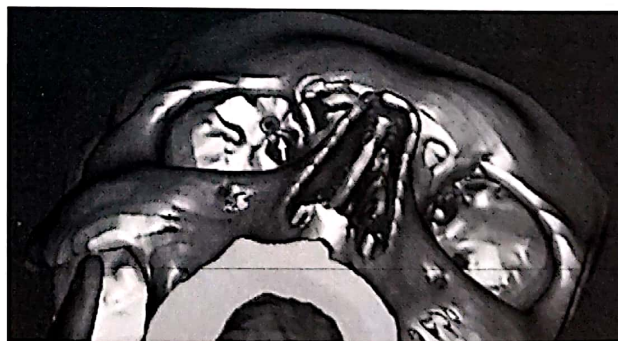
S.A., 27 ani. CT-spiral 3D, postprocesare Mimix 8.0 trial. Fractura peretelui orbital superior cu minimă înfundare intraorbitală.
